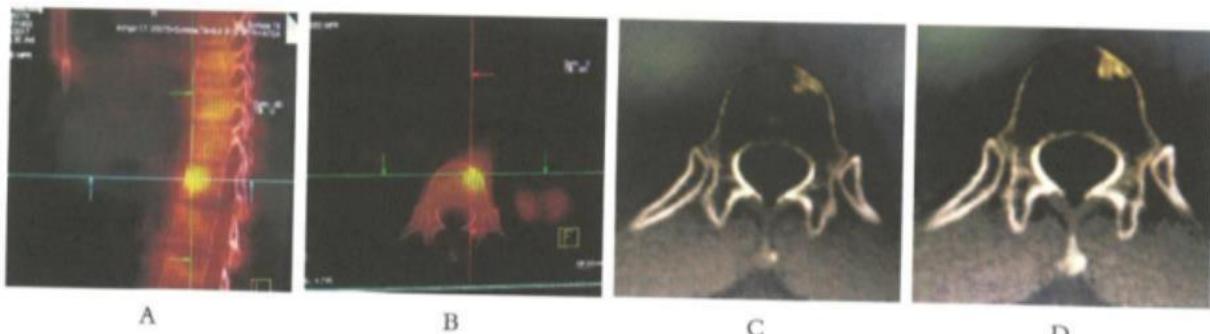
Y主任胸椎12的寡转移灶：A和B，吸氢前，PET-CT显示活性灶（黄色亮区）；C和D，吸氢两个月后，转移灶已钙化
